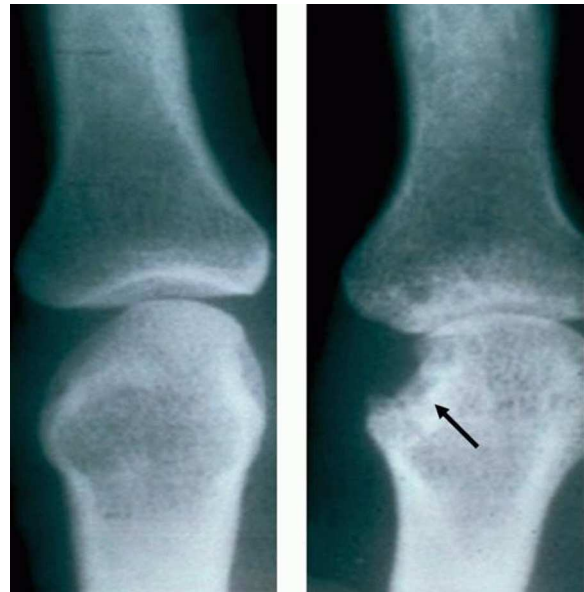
Knochenerosion. Röntgenbild einer lokalen Erosion des subchondralen Knochen (Pfeil) bei der RA (SCHETT, 2003).
